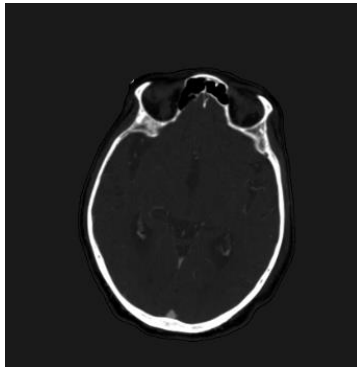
Vista axial de una imagen de TC del cráneo.
